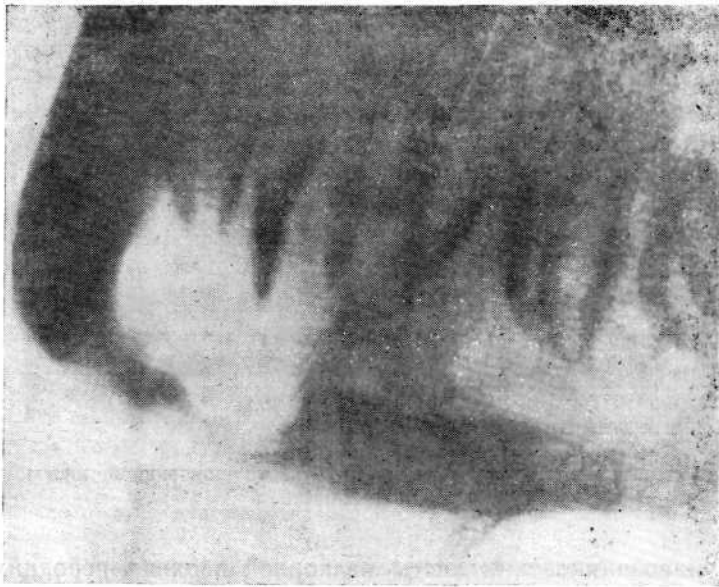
Рентгенологическая картина эозинофильной гранулемы нижней челюсти.
